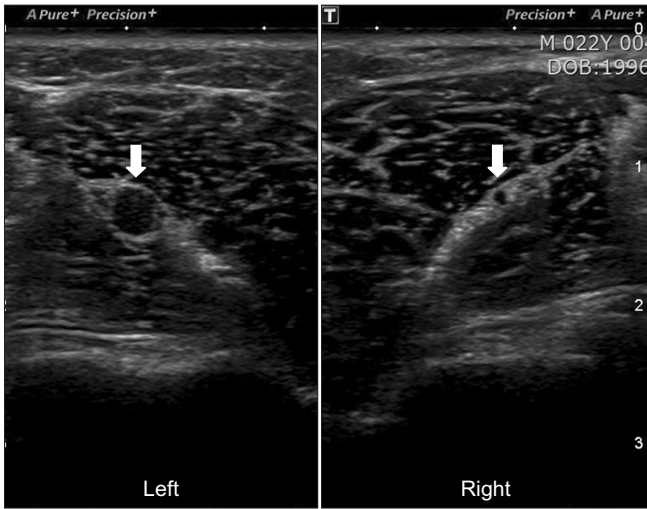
Ultrasonography images of the radial nerve at both proximal forearms (arrows). Transverse scan showing abnormal swelling of the left radial nerve comparing with the right radial nerve.
